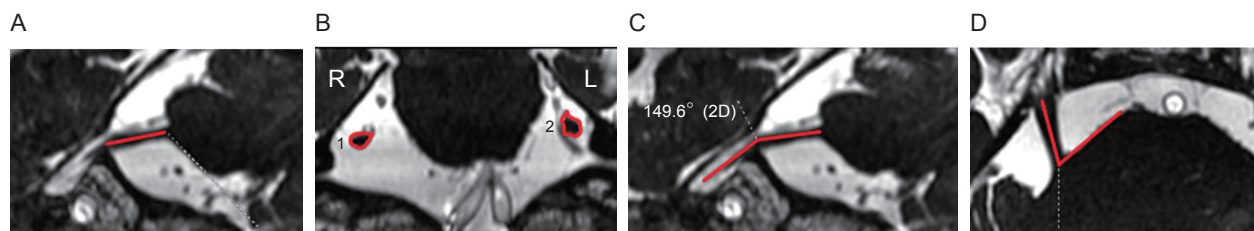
(A) 矢状位测得的三叉神经根长度；(B) 右侧 ITN 病人的 MRI (MRI 冠状位测得的双侧三叉神经截面积，右侧截面积小于左侧)；(C) 横轴位测得的神经脑桥夹角；(D) 矢状位测得的三叉神经跨岩尖转角
